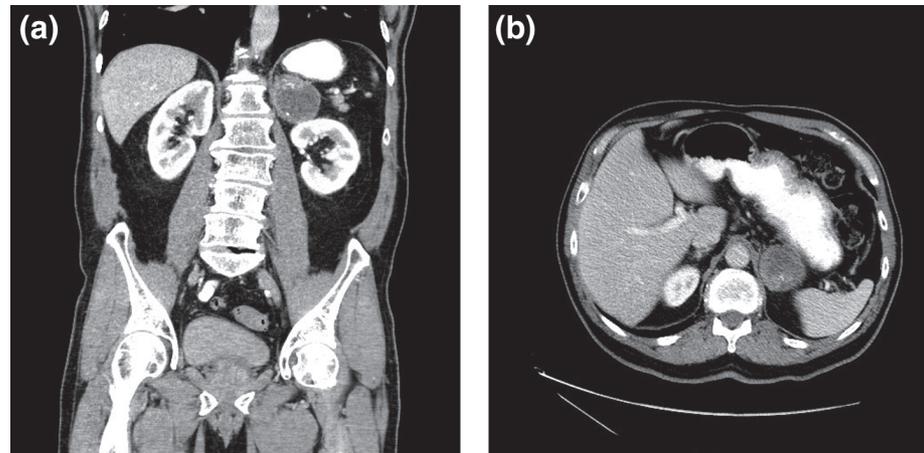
TC de abdomen y pelvis con contraste intravascular que muestra una masa incidental suprarrenal izquierda quística heterogénea con calcificaciones a, vista coronal. b, vista axial.
